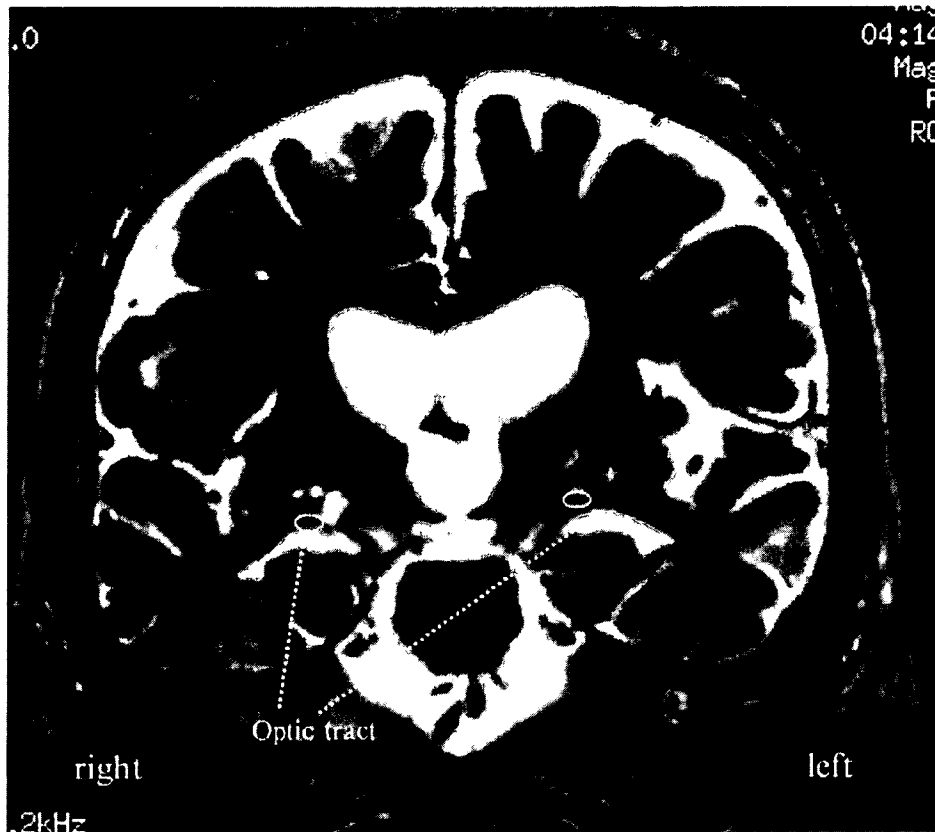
MRI of patient 1. Symmetrical atrophy of the caudate nuclei and putamen, with high-intensity signal in the putamen on T2-weighted sequences. The thermal lesions were very small and were not located in the GPi. The right lesion involved the optic tract, and the location of the left lesion was unclear
